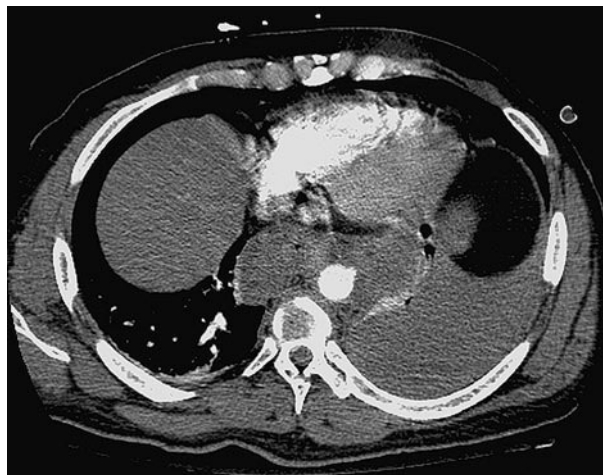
TC obtenido al ingreso de paciente.
